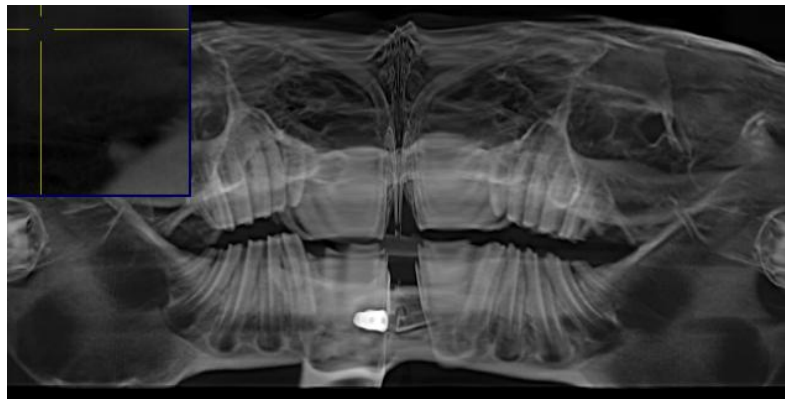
Конусно-лучевая компьютерная томография челюстей кролика из контрольной группы через 90 суток после дентальной имплантации.
